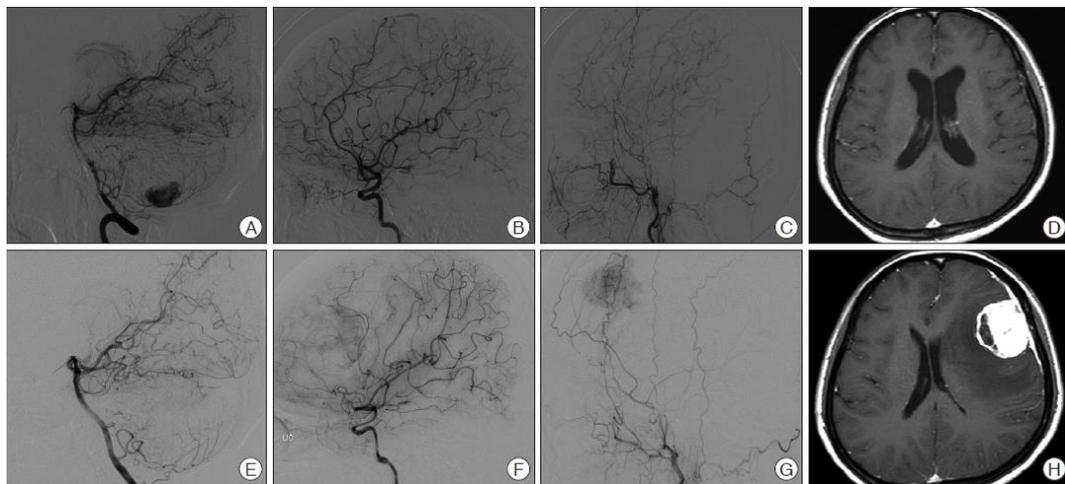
Angiografía y Resonancia Magnética de hemangioblastoma presente en carótida. 29.
